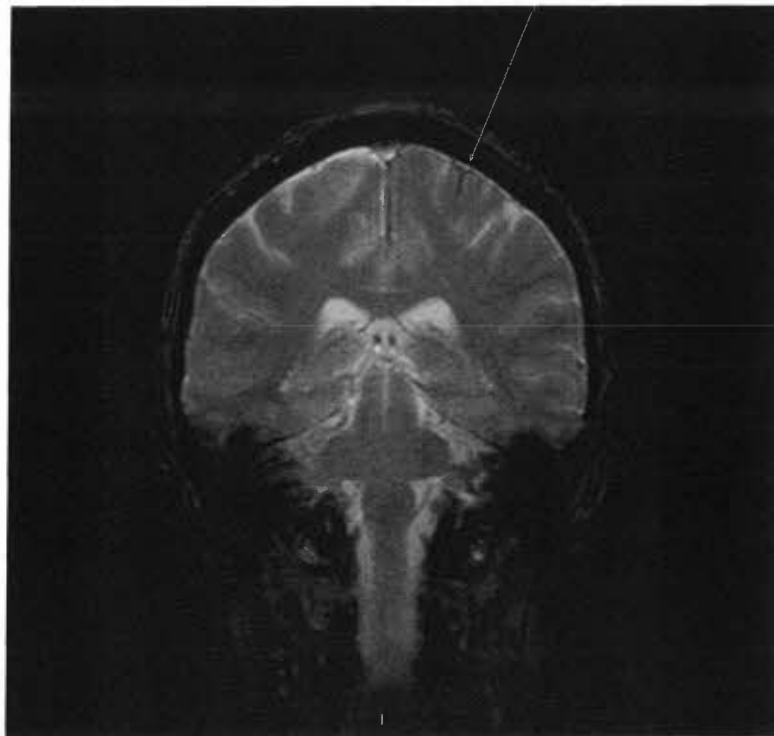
coupe coronale en IRM (imagerie par résonance magnétique) en pondération T2 EG (écho de gradient) mettant en évidence une hémorragie corticale pariétale gauche
